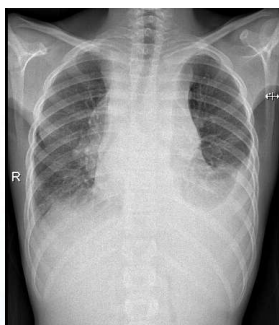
Radiografías (Rx) simple de tórax al ingreso
